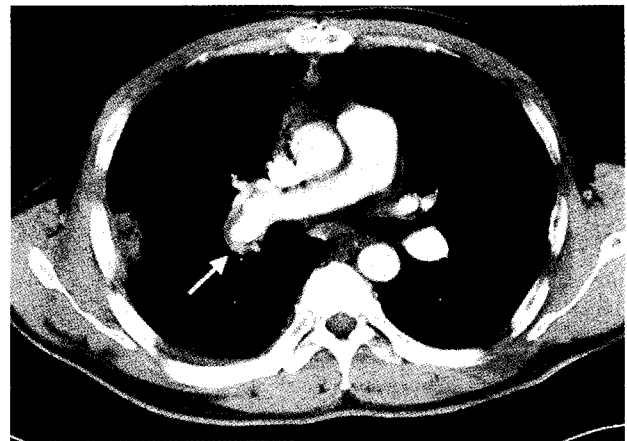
Postoperative computed tomograph shows a remnant tumor.
